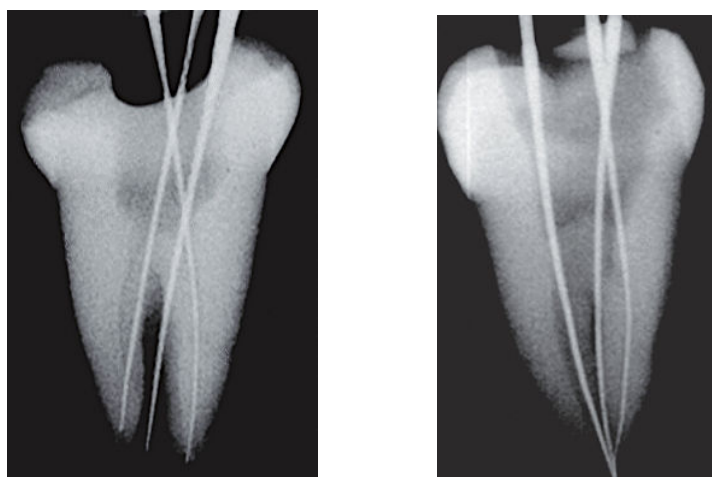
radiographies per-opératoires de molaires mandibulaires avec des canaux en "C" d'après Ordinola-Zapata et coll. [102].
